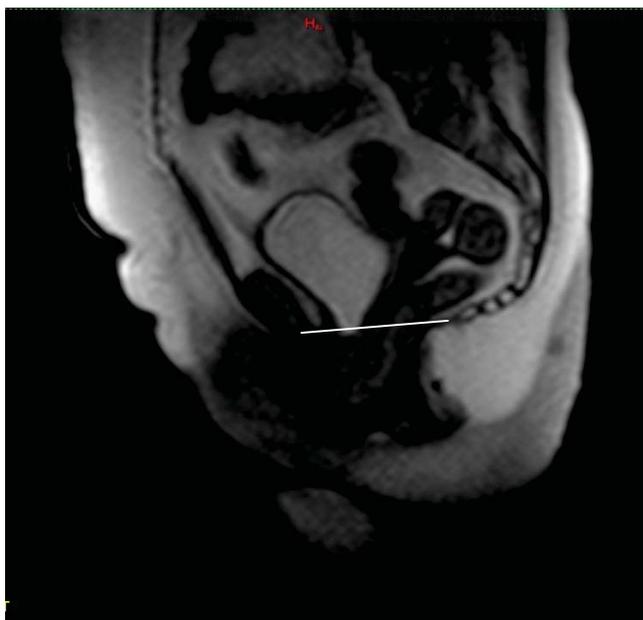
Динамическая МРТ таза той же больной, что и на рис. 1. (Исследование выполнено на высоте пробы Вальсальвы). Нижний контур мочевого пузыря опустился до уровня лонно-копчиковой линии. Просвет уретры закрыт. Опушение мочевого пузыря (цистоцеле) II степени
